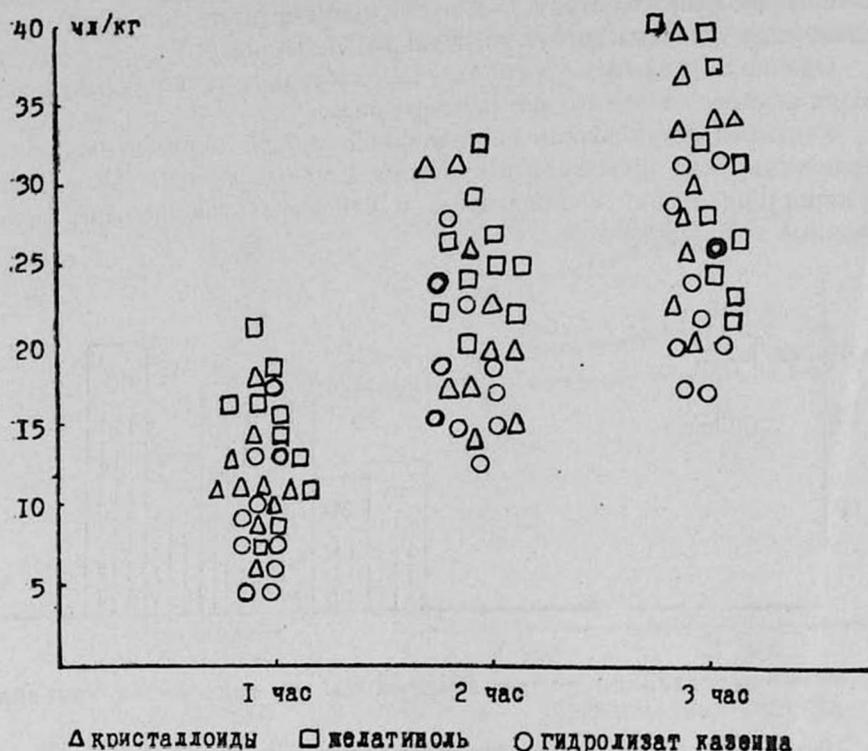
Постперфузионный диурез.
